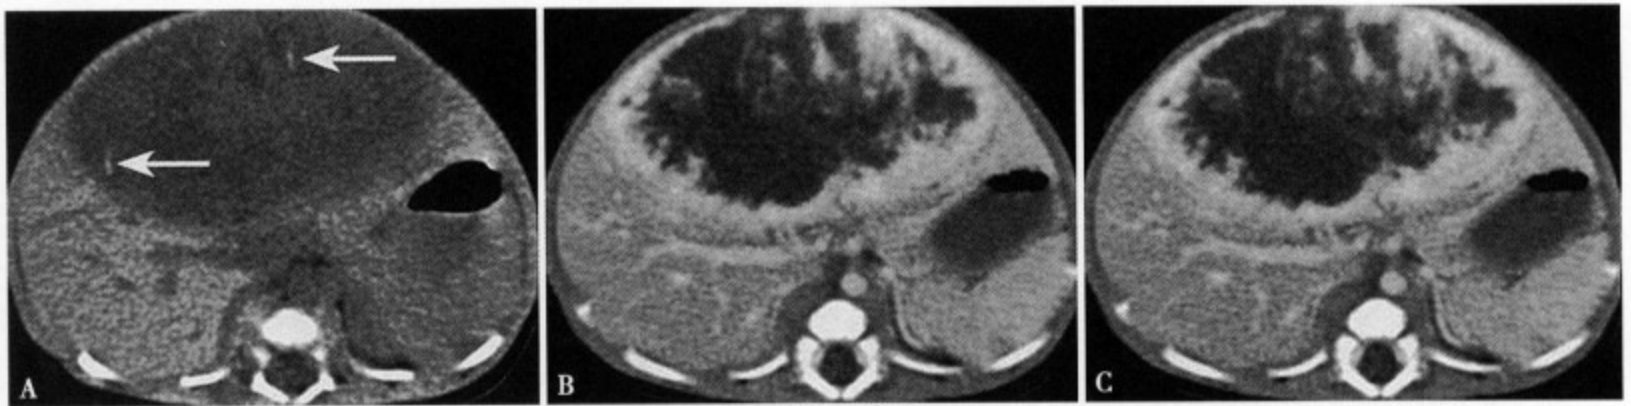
小儿肝血管瘤：CT平扫（A）显示肝左叶巨大低密度肿块，边缘不清，密度欠均，内部可见线条样钙化（箭头）；增强CT动脉期（B）肿瘤的边缘及中心区均见明显的强化；平衡期（C）病灶的边缘及中心部仍有强化，病灶大部分被堵塞
